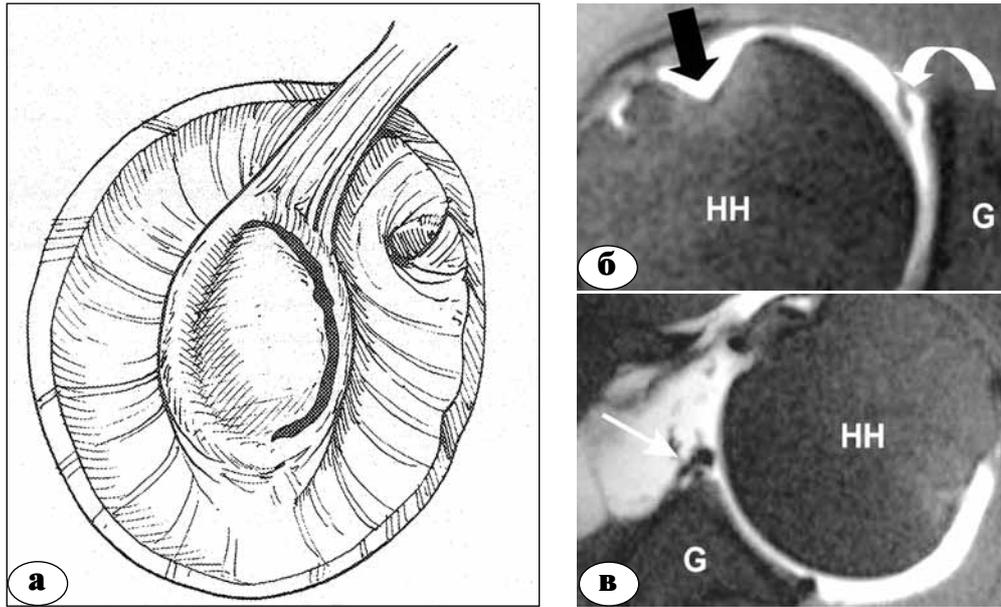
SLAP тип V: а – сагиттальный вид; б – МРТ, коронарная проекция; в – МРТ, аксиальная проекция
